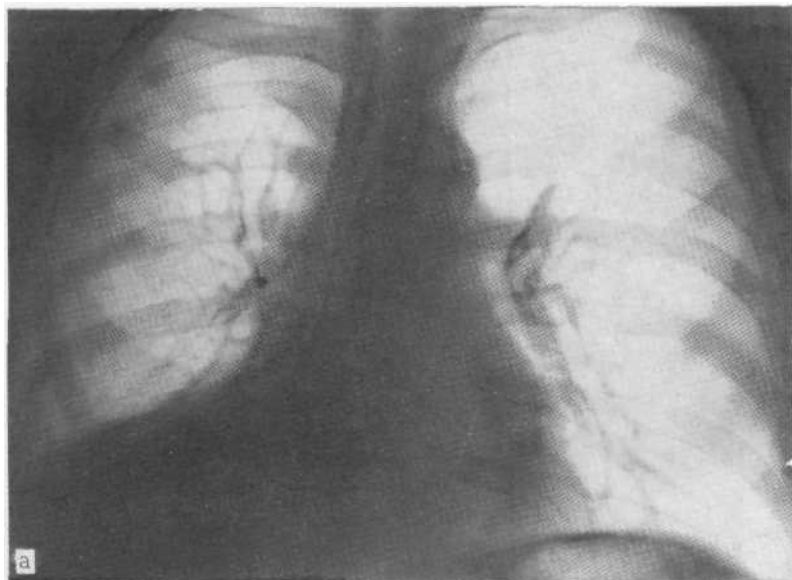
Рентгенограмма в прямой проекции (а), на основании которой заподозрено высокое стояние правого купола диафрагмы. На томограмме (б) в промежуточном бронхе справа видна опухоль, закупоривающая бронх, вызывая резкое спадение нижней и средней долей, симулирующее высокое положение диафрагмы. Диагноз доброкачественной опухоли (аденома) подтвержден на операции.
